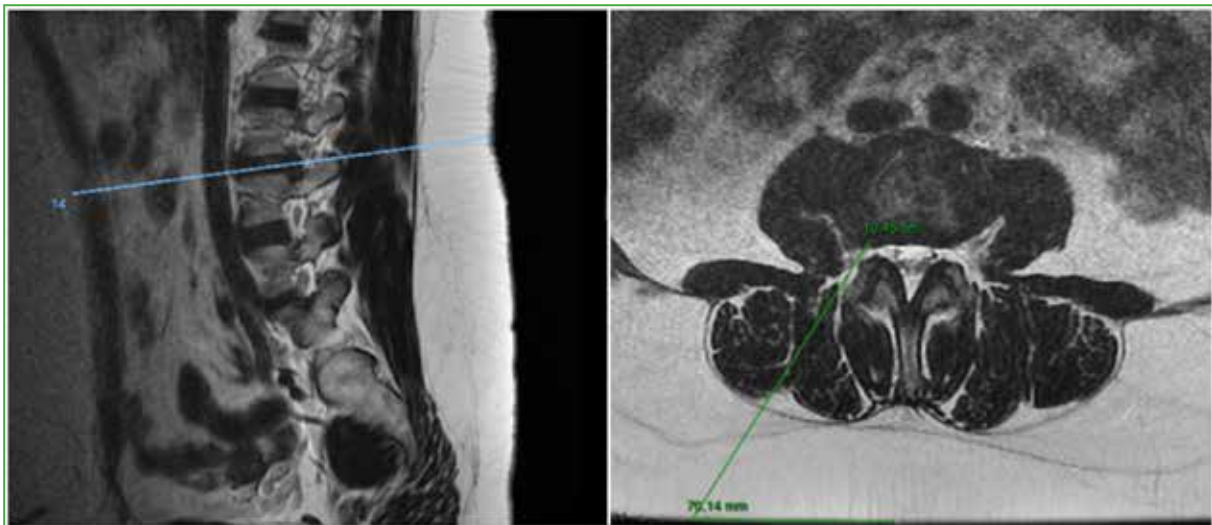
Planificación preoperatoria del abordaje extraforaminal en las imágenes de resonancia magnética (cortes sagital y axial).
